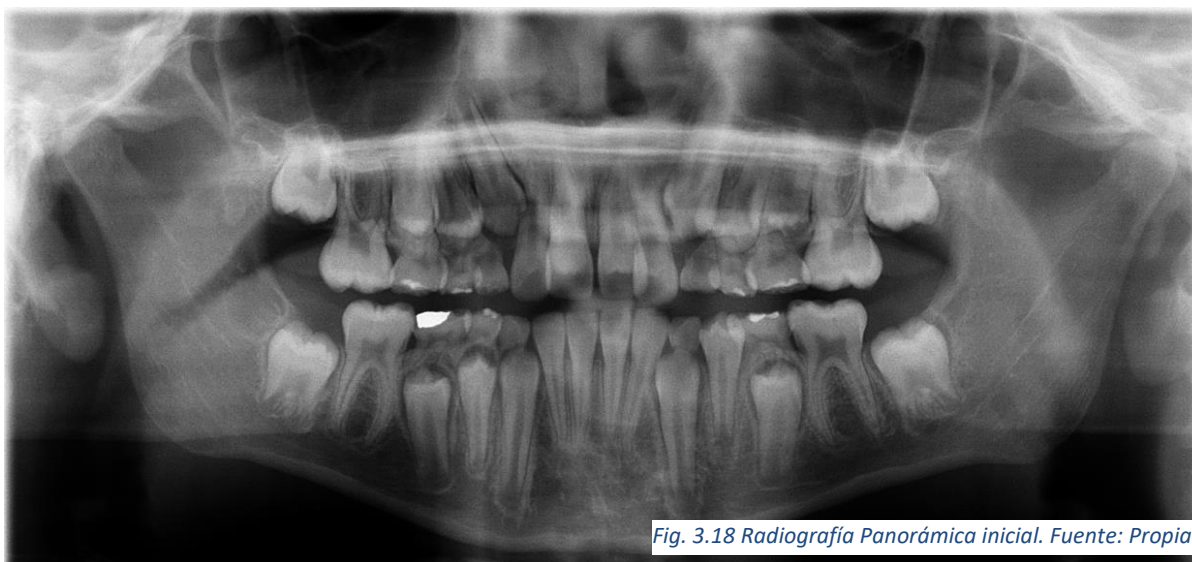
Radiografía Panorámica inicial. Fuente: Propia
